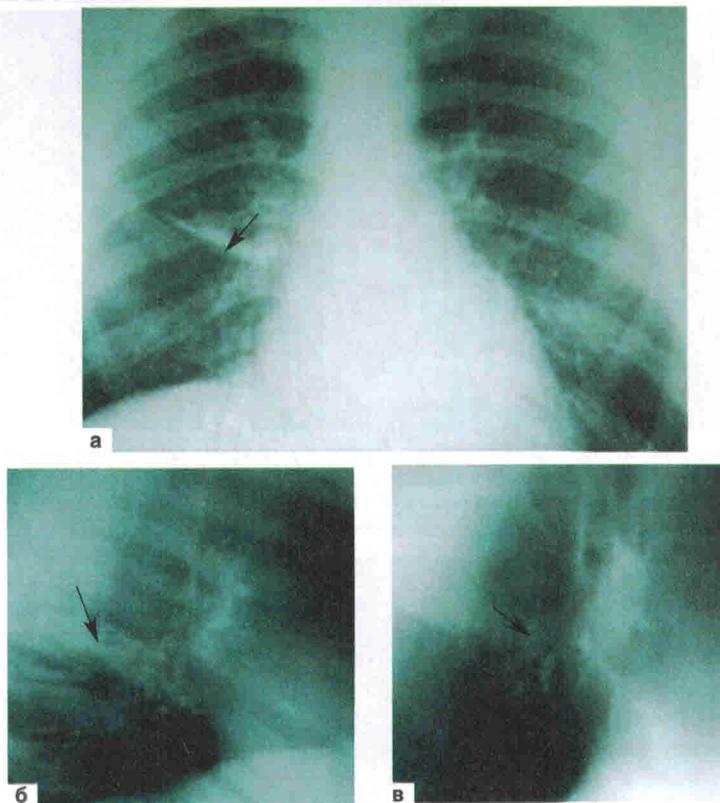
Аденома В6 справа. Обзорные рентгенограммы в двух проекциях грудной клетки (а, б) — В6 правого легкого в ателектазе; аналоговая боковая томограмма правого легкого (в) — в устье В6 тесно опухоли с четкими контурами
